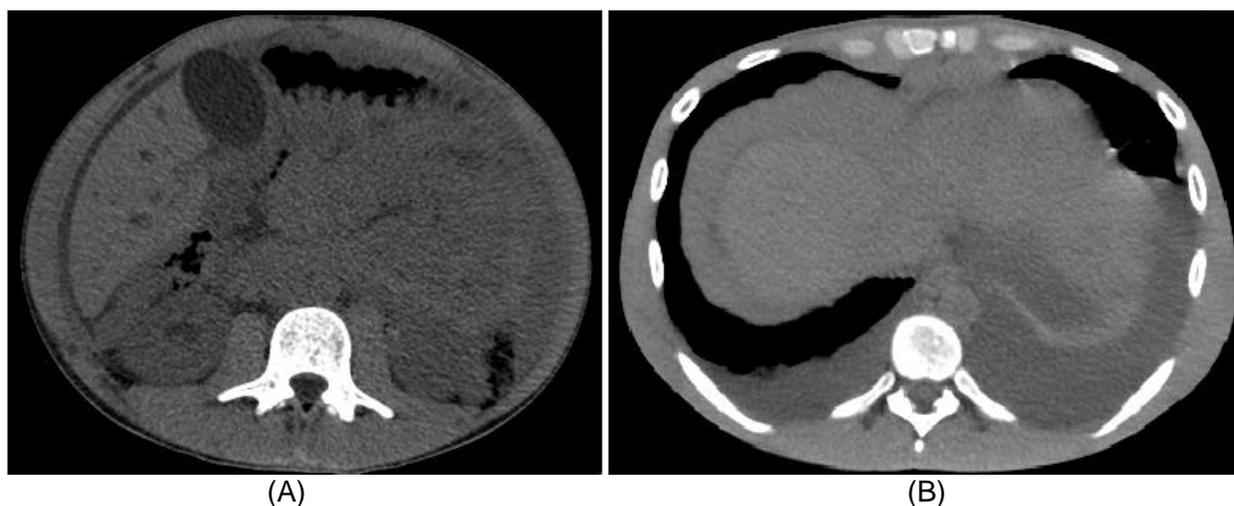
Tomografia computadorizada de abdômen, cortes axiais. (A) e (B) Aumento do espessamento tecidual irregular do peritônio acometendo abdome e pelve e derrame pleural bilateral.
